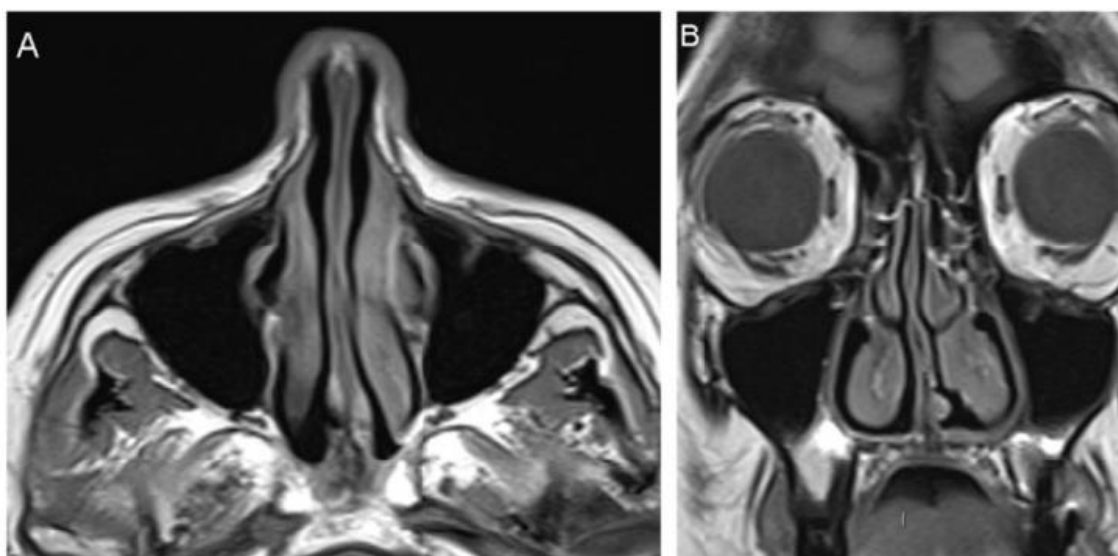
RM da Cavidade Nasal: seqüência ponderada em T1 em planos axial (A) e coronal (B) (12)
